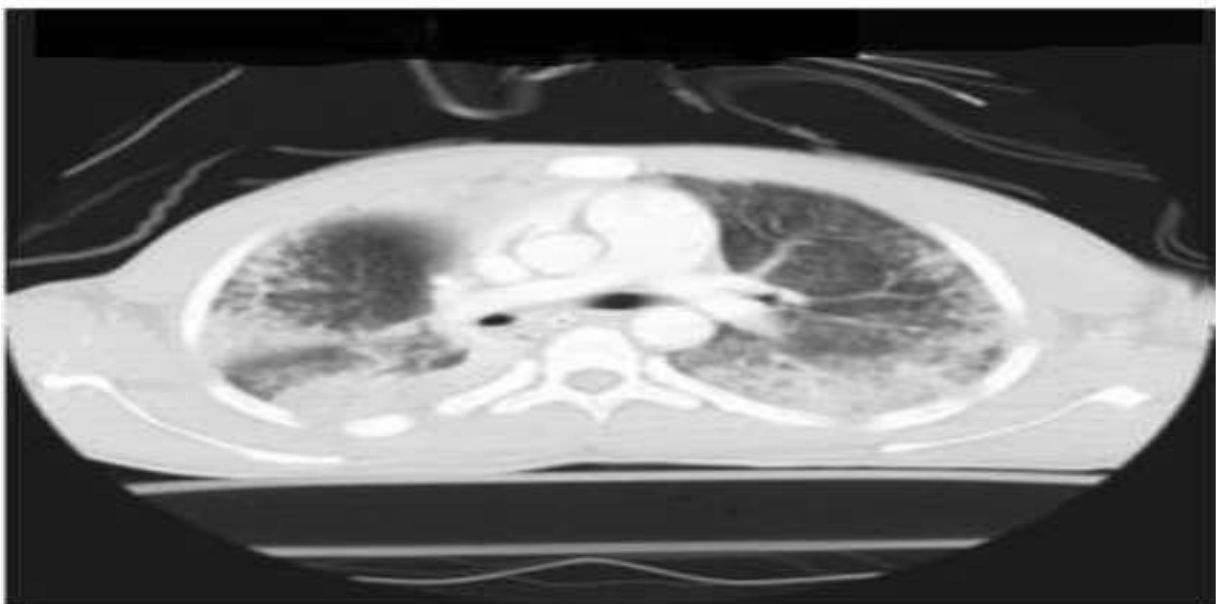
TDM thoracique, fenêtre parenchymateuse en coupe axiale montrant une contusion pulmonaire bilatérale [33].
